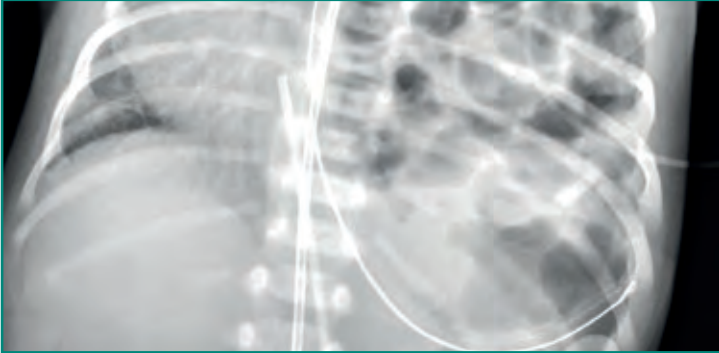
Hernia diafragmática congénita. Niña de un día de edad, nacida a término. Radiografía AP de tórax que muestra múltiples lesiones redondeadas radiolúcidas, compatibles con asas intestinales invadiendo el tórax izquierdo. Existe hipoplasia del pulmón ipsilateral, así como efecto de masa con desviación secundaria del mediastino hacia la derecha.
